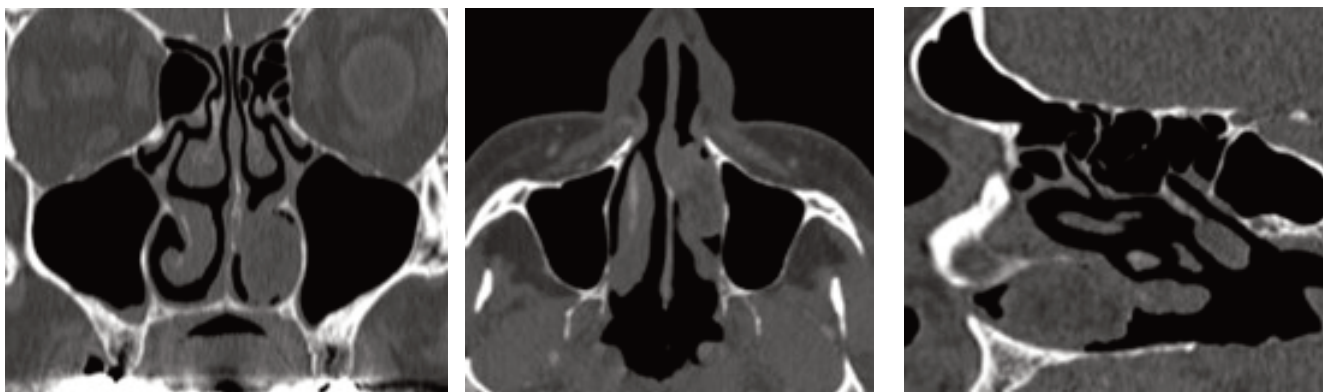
Компьютерная томография ОНП (а - фронтальная проекция; б - аксиальная проекция; в - сагиттальная проекция).
